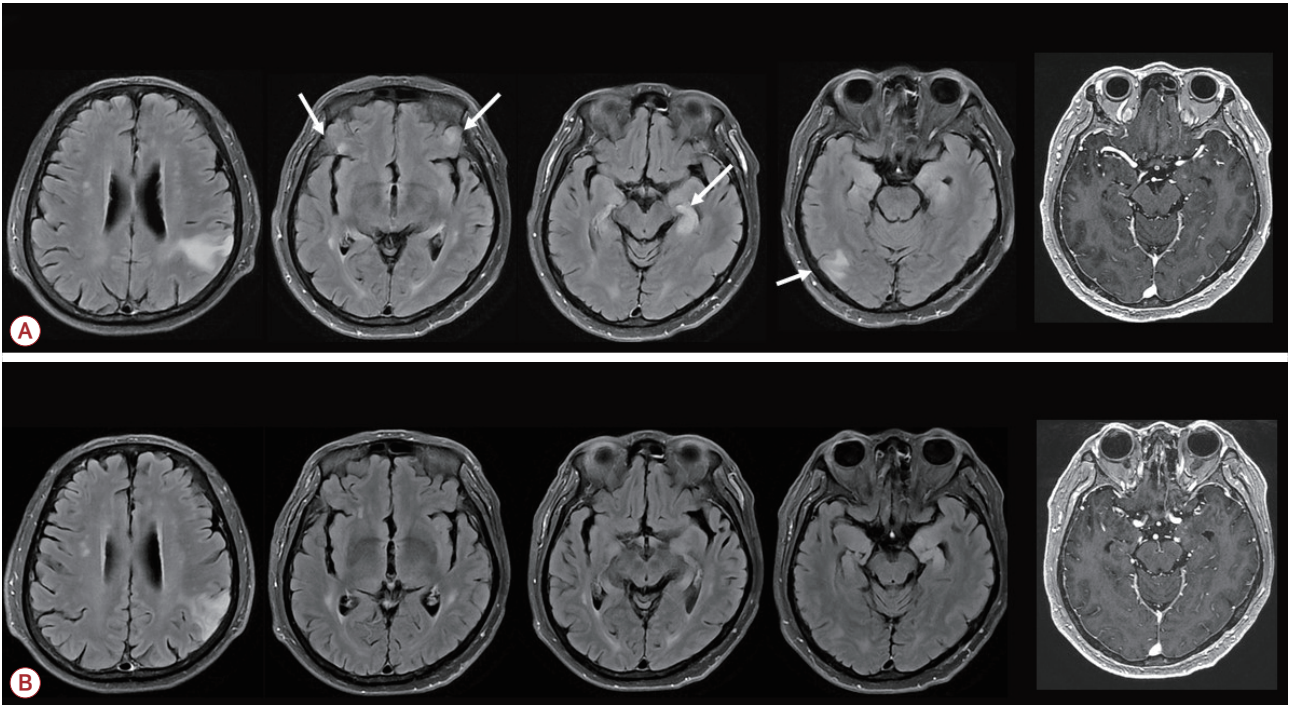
Serial MRI findings in as case of atezolizumab-related autoimmune encephalitis. (A) Initial FLAIR conducted in early February 2023 shows high signal intensity lesion in the left occipital lobe, bilateral parietal lobes, and frontal lobes, indicating encephalitis (arrows). There is no contrast enhancement observed on T1-weighted image. (B) MRI at 2-month follow-up treatment demonstrating resolution of the bilateral frontal lobe lesions and significant reduction in the size of the right occipital lobe, left parietal lobe, and bilateral temporal lobe lesions. MRI; magnetic resonance imaging, FLAIR; fluid attenuated inversion recovery.
